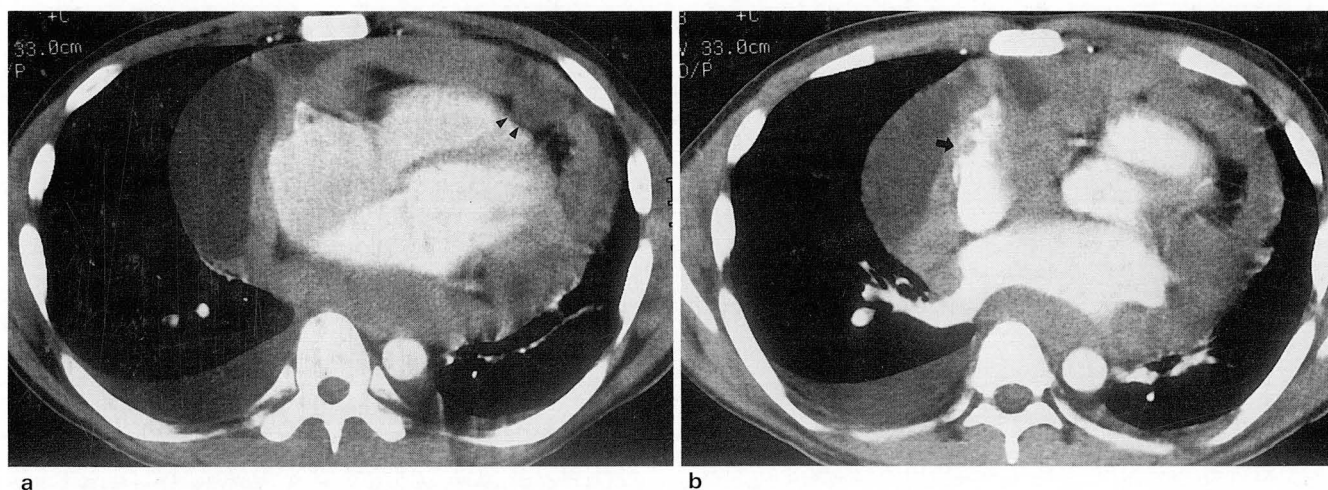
CT scan of the pericardial malignant mesothelioma
